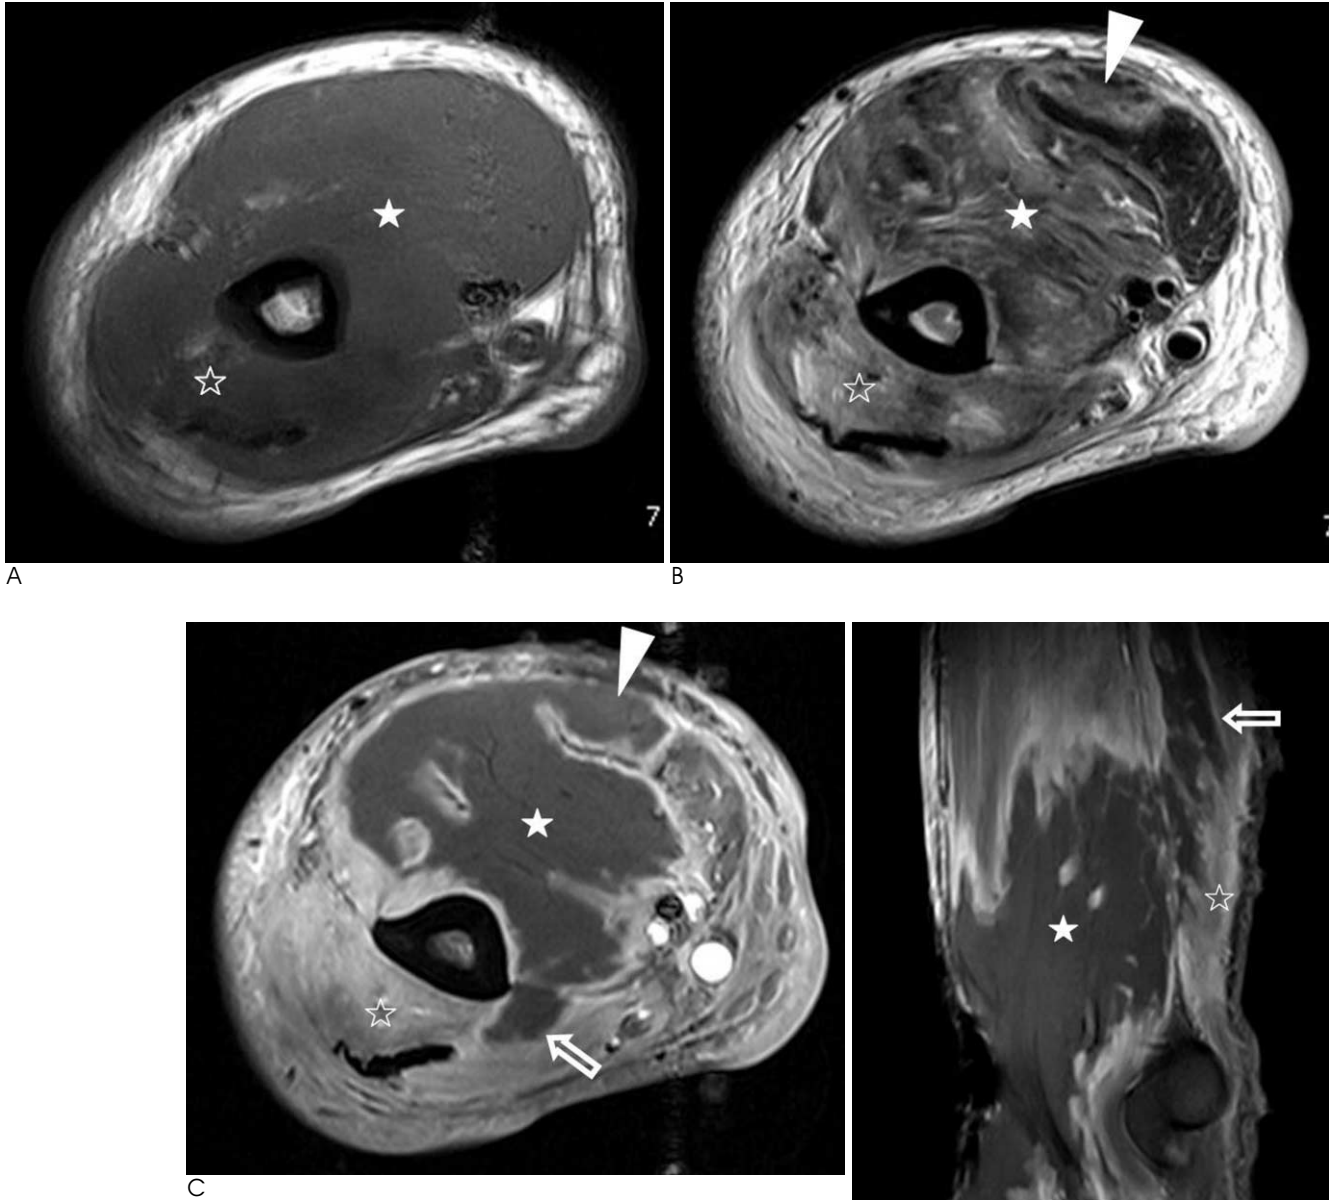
A. Axial T1-weighted (500/10) spin-echo MR image shows enlargement of right brachialis (asterisk) and triceps brachii muscles (open asterisk) whose signal intensity are similar to that of normal muscle. B. Corresponding axial T2-weighted (3600/109) turbo spin-echo MR image shows a heterogenous high signal intensity in the entire brachialis (asterisk) and triceps brachii muscles (open asterisk) and a part of biceps brachii muscle (arrowhead). C, D. Gadolinium-enhanced axial (C) and sagittal (D) T1-weighted spin-echo MR images obtained with fat saturation show peripheral rim enhancement in the entire brachialis muscle (asterisk) and part of triceps brachii (open arrows) and biceps brachii muscles (arrowhead), representing coagulation necrosis. There is diffuse enhancement of triceps brachii muscle (open asterisk), representing perfused and viable area of edematous muscle.
